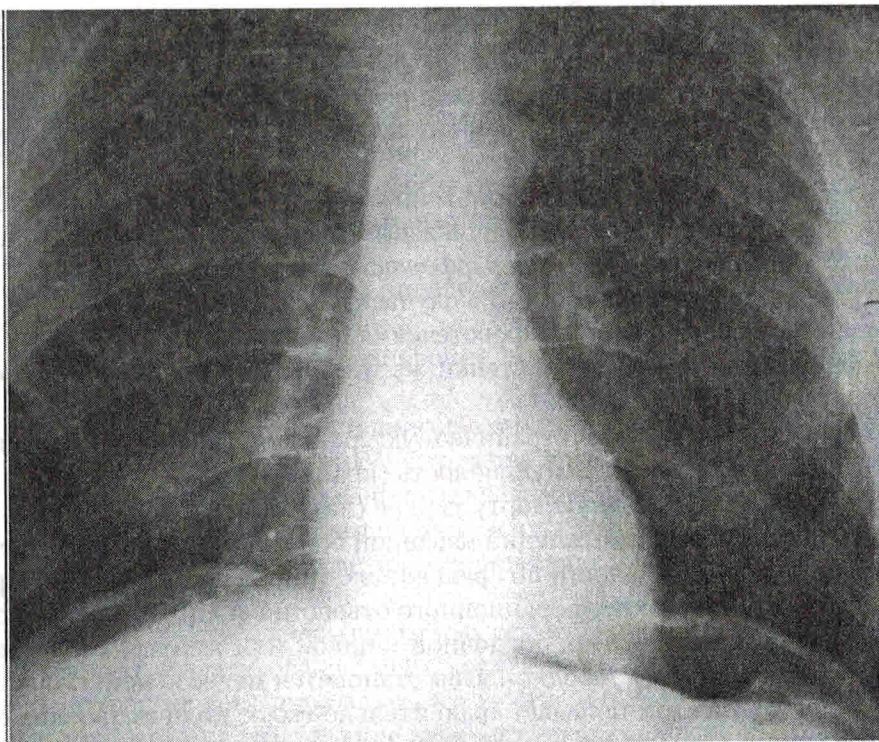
Обзорная рентгенограмма живота больного с перфоративной язвой двенадцатиперстной кишки. Под диафрагмой с обеих сторон виден газ в свободной брюшной полости
